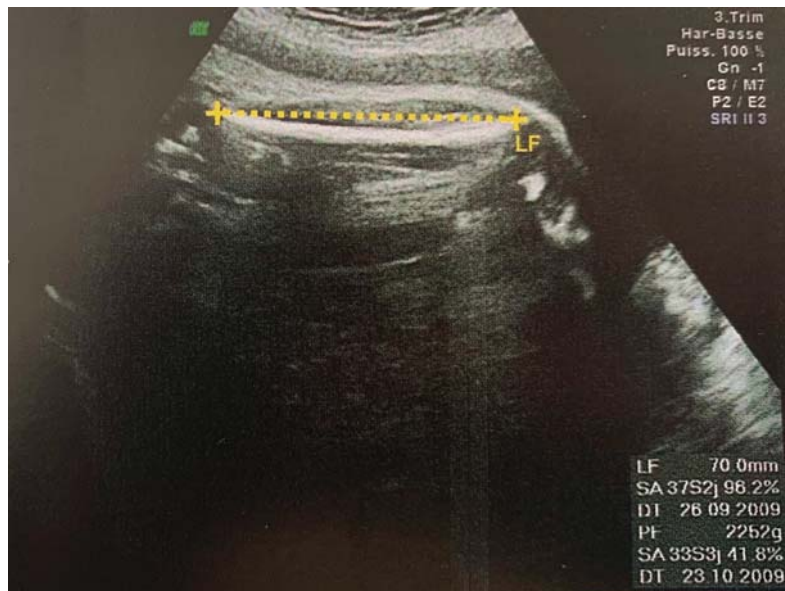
Mesure de la longueur fémorale LF sur une échographie du 3eme trimestre [24]
